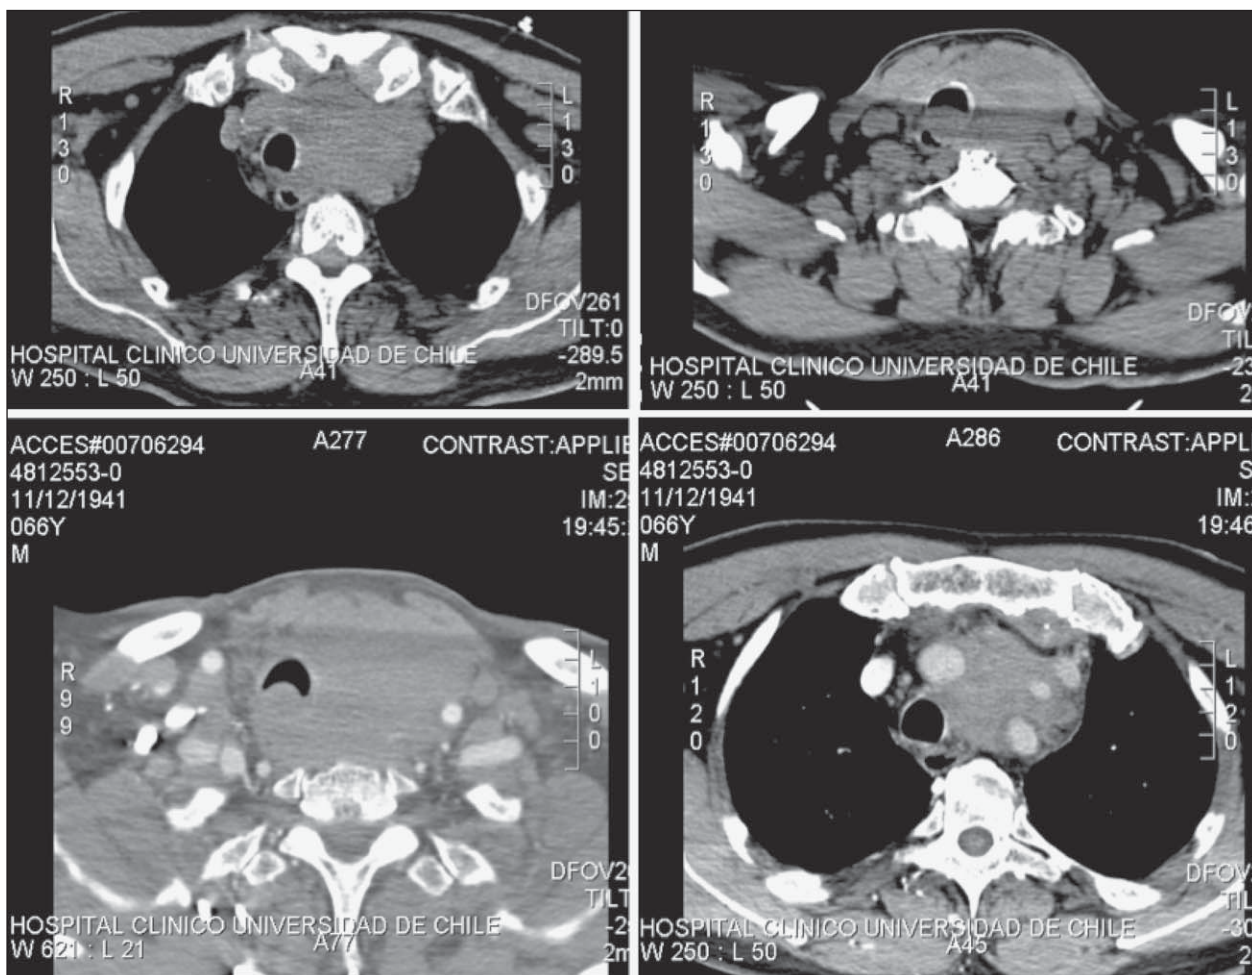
TAC de cuello y tórax evidenciando extensa masa tumoral cervical y mediastínica superior.
